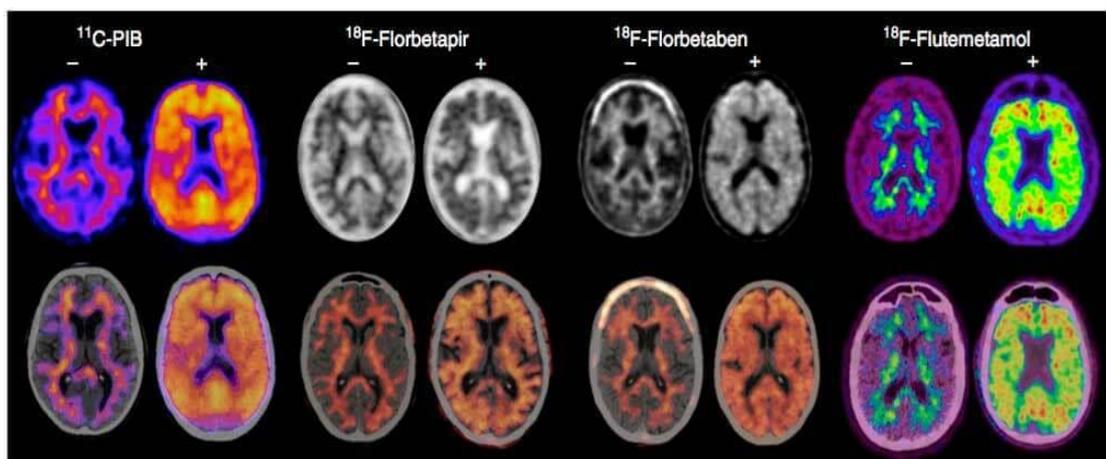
Tomografía por emisión de positrones³⁶
